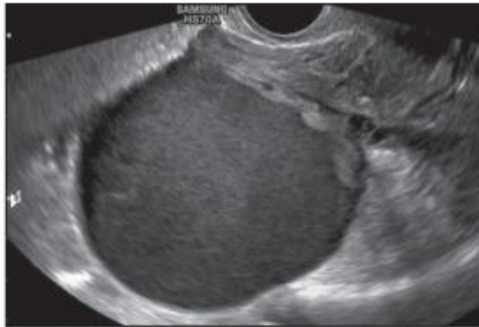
Transvaginal ultrasound image showing an ovarian endometrioma.
